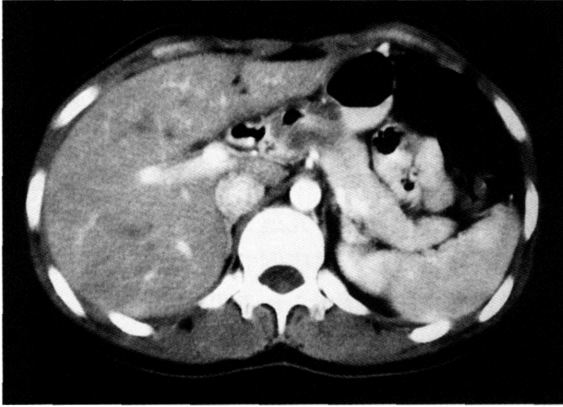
Follow-up enhanced CT after treatment. Hepatic capsular enhancement on the early phase completely disappeared.
